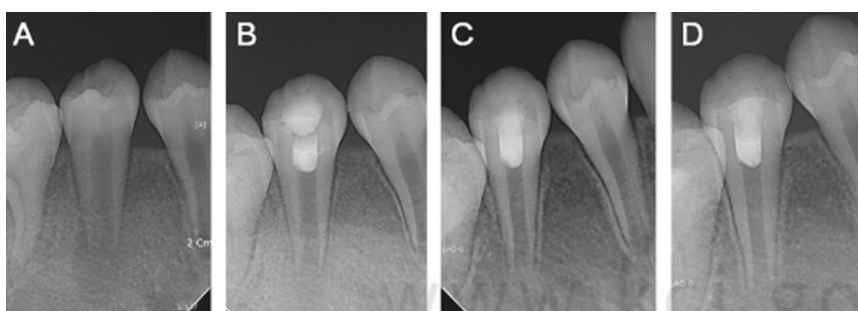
Periapical view of case 1. (A) Initial visit, (B) After 1 month, (C) After 4 month, (D) After 6 month. The normal lamina dura was formed, and growth and thickening of roots with normal bone pattern was observed.
